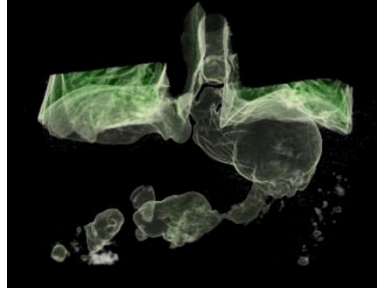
3D-Computertomographie
